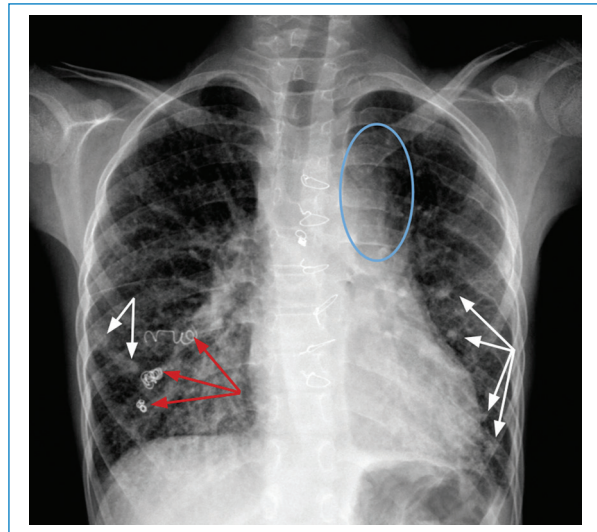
Radiografía de tórax en proyección posteroanterior. MAV torácicas múltiples. Adolescente de 13 años con diagnóstico de THH desde la infancia y MAV torácicas múltiples. Presenta pérdida del volumen pulmonar izquierdo por tratamiento previo con lobectomía inferior y también se observa embolización endovascular con coils en el hemitórax derecho (flechas rojas). Se visualizan varios nódulos bilaterales de pequeño tamaño con tenues opacidades periféricas en "vidrio deslustrado", en contexto de MAV telangiectásica difusa (flechas blancas). Ensanchamiento mediastínico superior izquierdo correspondiente a MAV en mediastino superior (óvalo).
